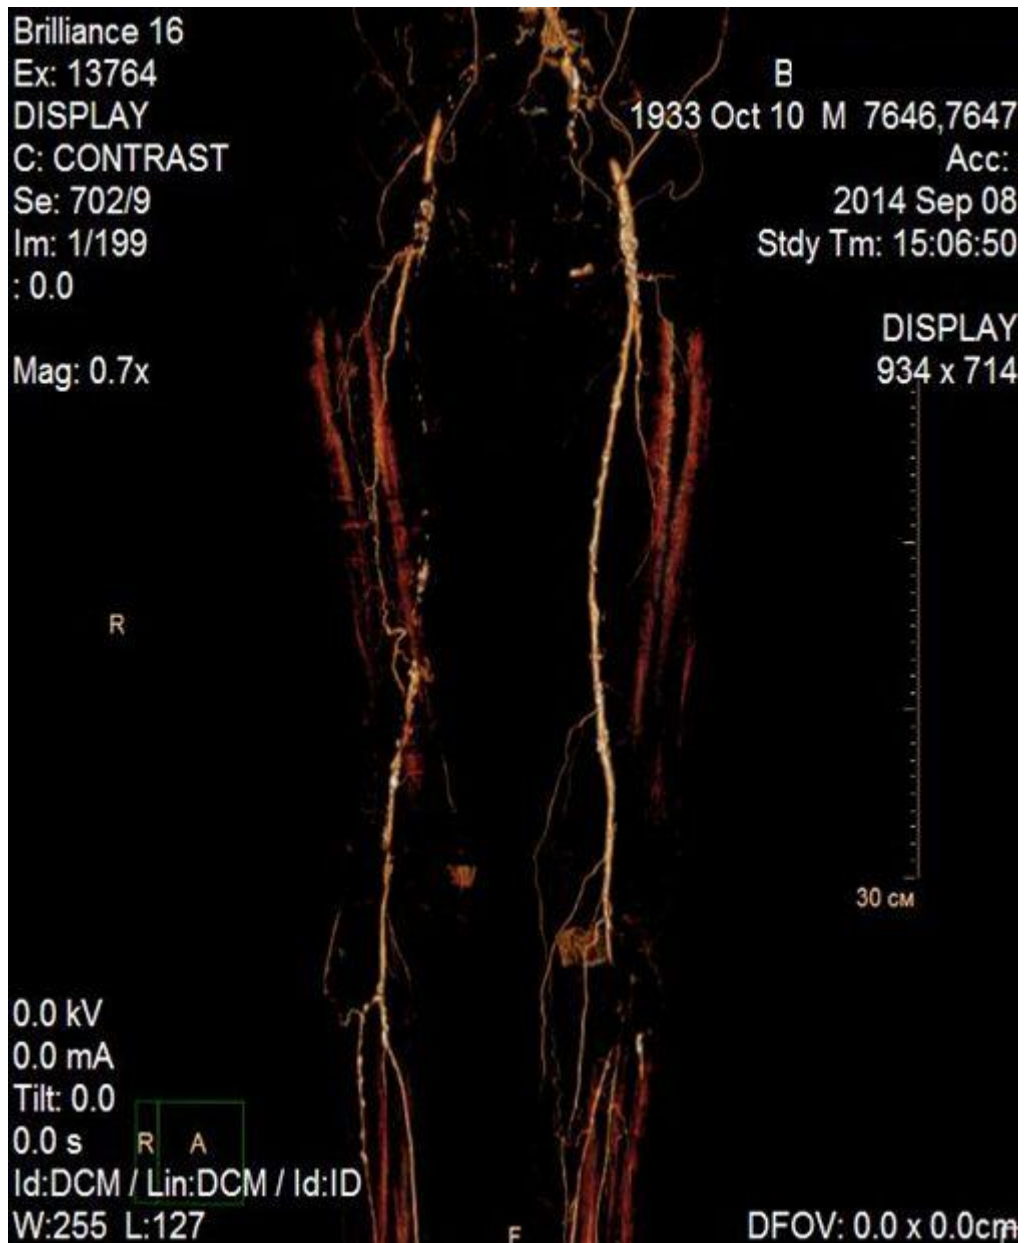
Мультисрезовая спиральная компьютерная томография.
